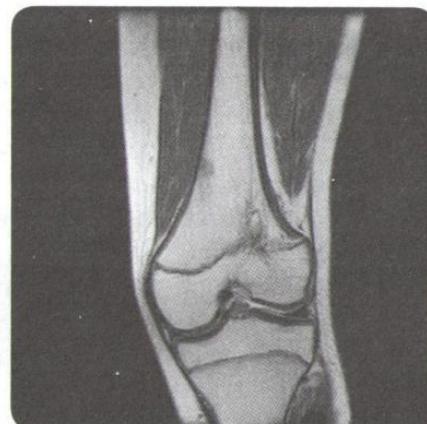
Магнитно-резонансная томограмма коленного сустава у ребенка 12 лет. Латеральная физарная спайка
